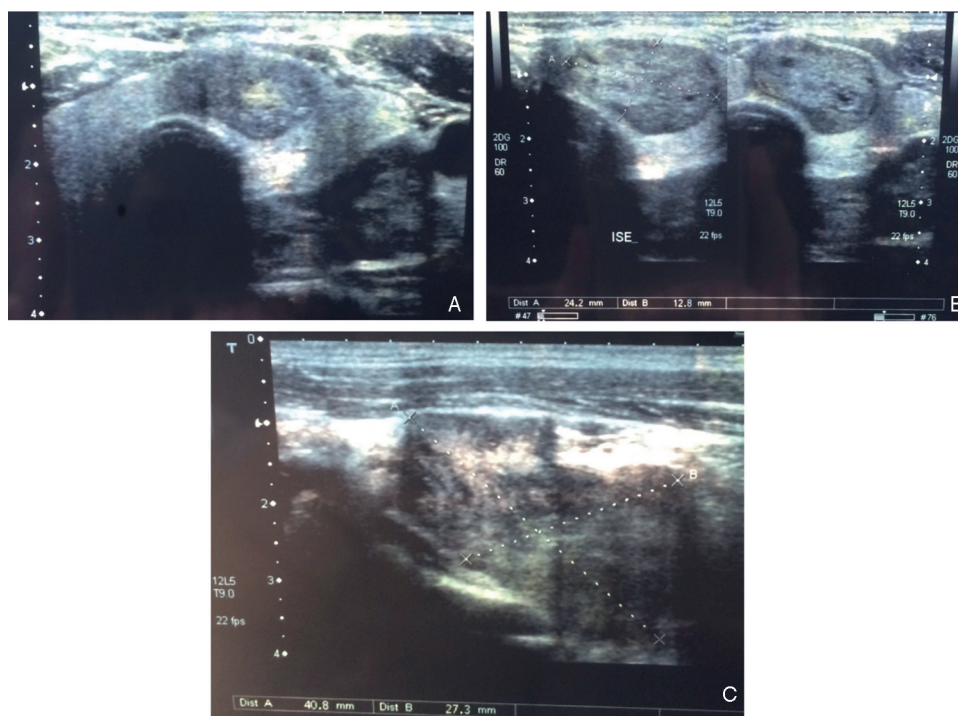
Ecografia tiroideia com evidência de 2 nódulos sólidos (1 A), um ao nível do istmo/transição para o lobo esquerdo com 24 × 13 mm (1 B) e outro adjacente ao bordo superior do nódulo descrito, com 41 × 27 mm (1 C).
